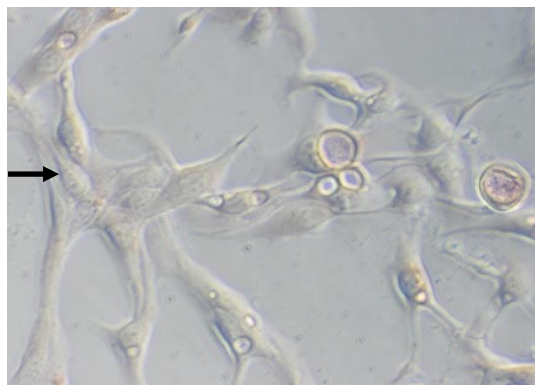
BT20-Zellen: β ER, LinRed negativ (Vergrößerung 32x)
